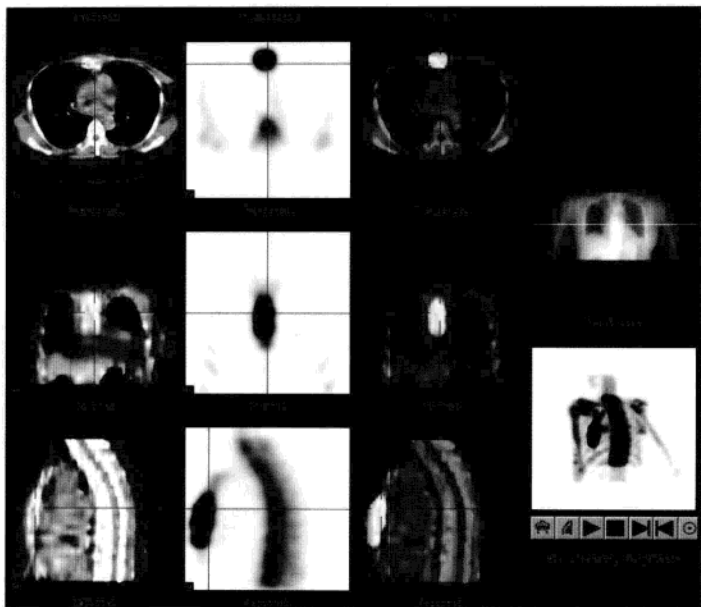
胸骨转移瘤 SPECT/CT 图像融合
